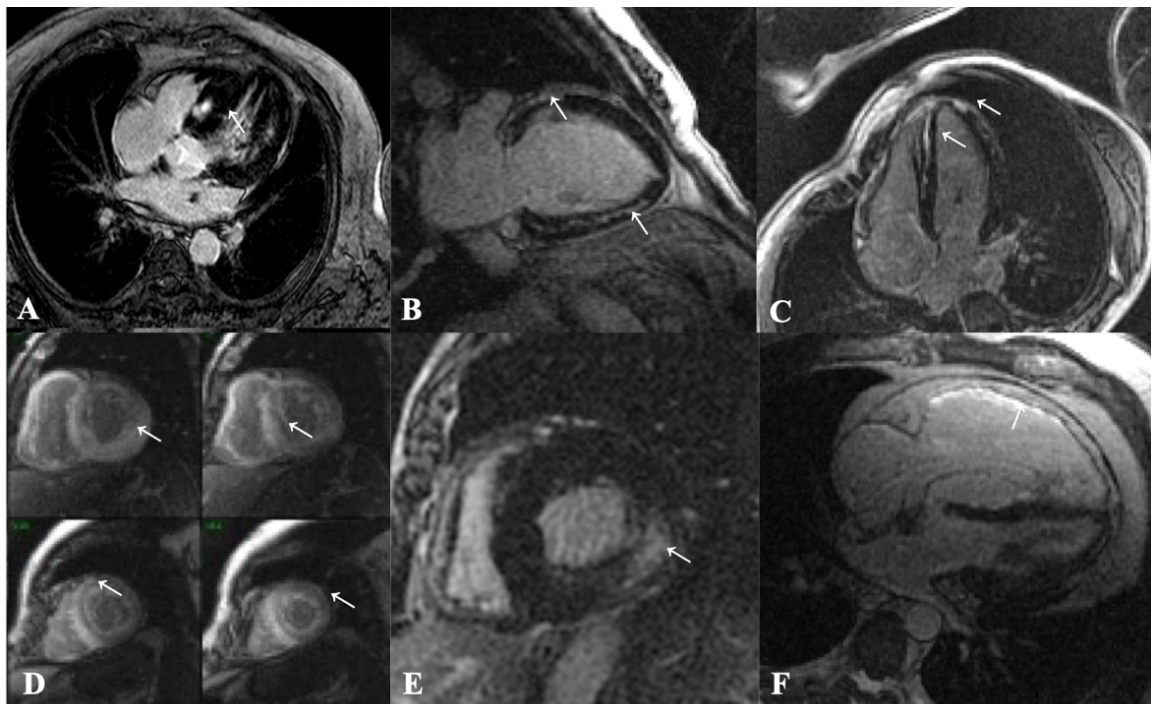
Ejemplos de patrones de RTG en distintas cardiopatías. La zona de fibrosis se visualiza brillante (flechas). A. Miocardiopatía hipertrofia con realce focal intramiocárdico. B. Miocardiopatía dilatada no isquémica con realce lineal intramiocárdico. C. Miocarditis aguda con realce intramiocárdico y subepicárdico lineal D. Amiloidosis cardíaca con realce subendocárdico global y supresión subóptima del miocardio. E. Enfermedad de Anderson-Fabry con el típico realce intramiocárdico focal en la cara inferolateral del VI. F. Cardiopatía arritmogénica de ventrículo derecho con realce tardío transmural de toda la pared libre del ventrículo derecho.
